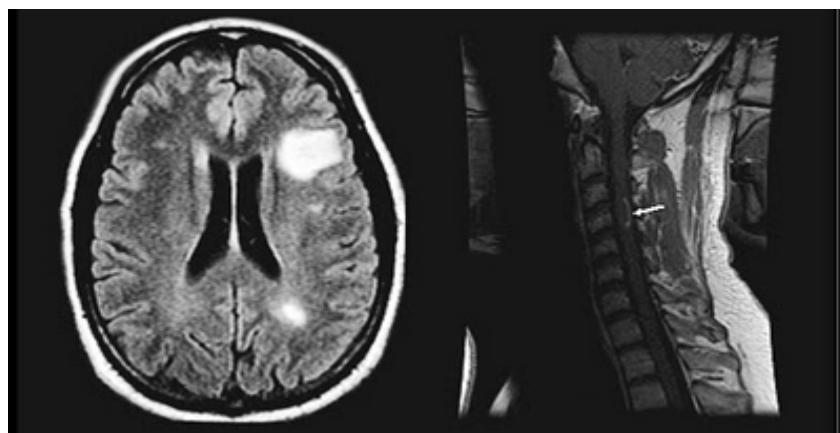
MRI-scans met inflammatoire laesies van MS in een patiënt bij wie pas de diagnose werd gesteld en van wie een been verdoofd aanvoelt. A: Laesies in de hersenen; B: Het ruggenmerglaesie dat aan de basis ligt van het verdoofde gevoel in het been
